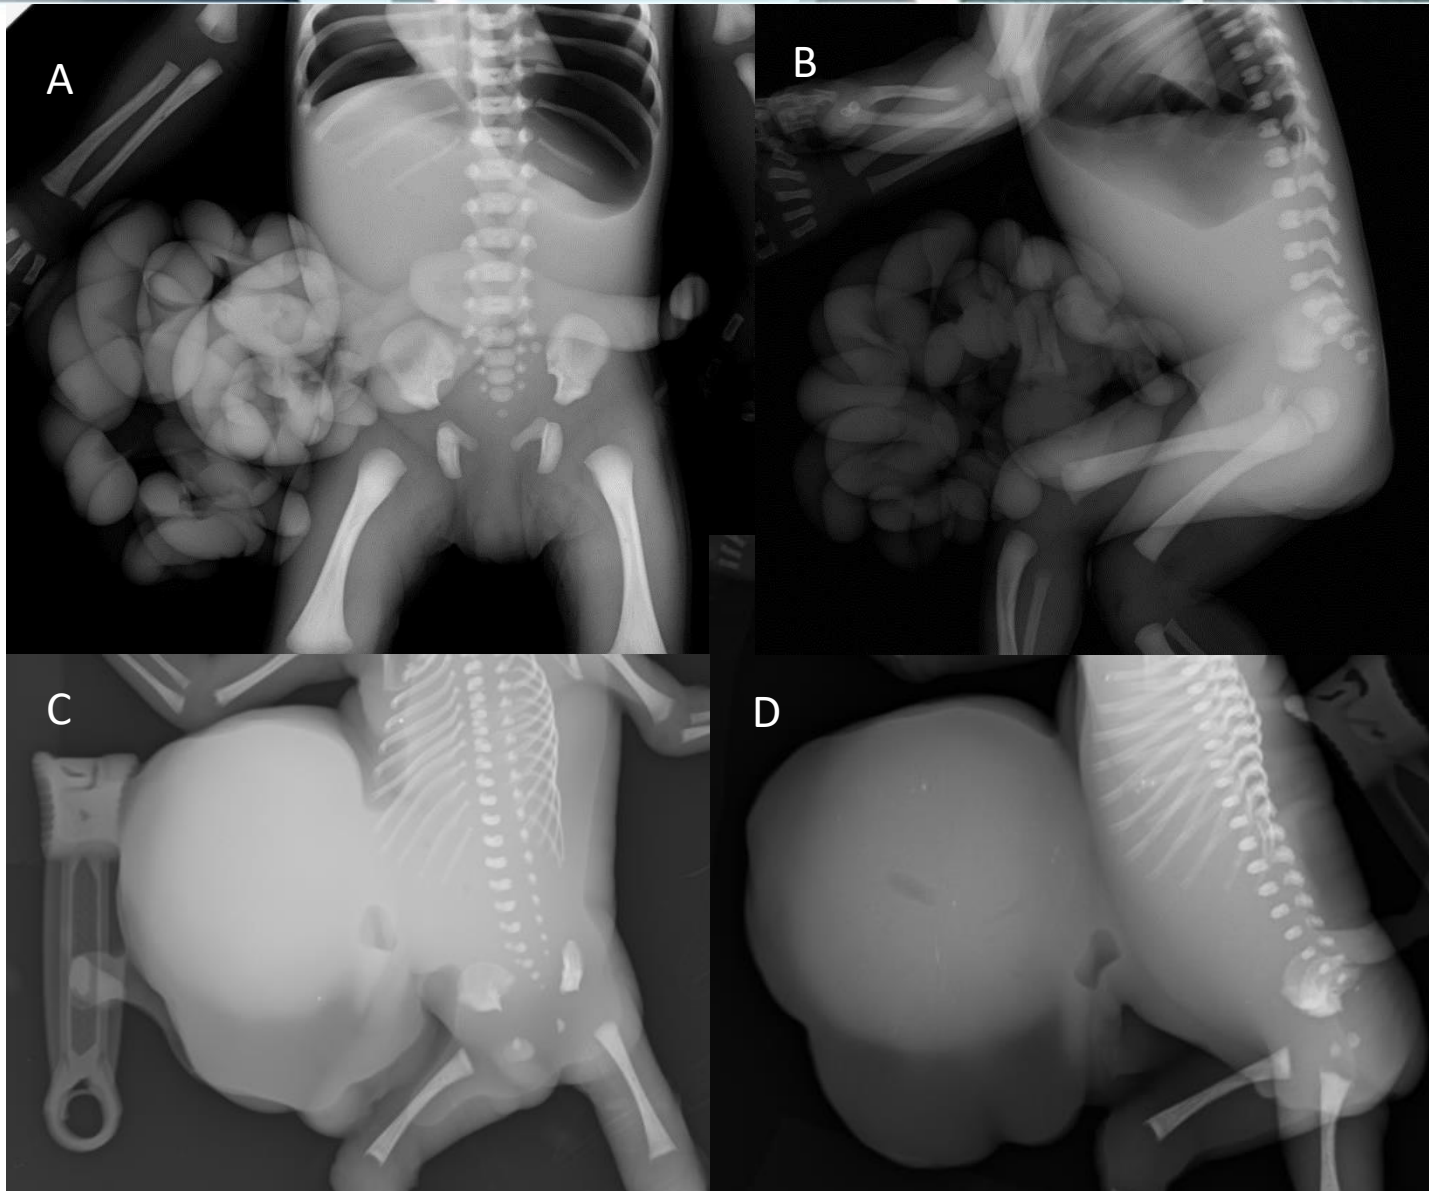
Imágenes A y B corresponden a radiografías simples de abdomen AP y L de un recién nacido en las que se identifican asas de intestino que salen del abdomen por la región lateral derecha, sin membrana que las recubra. Hallazgos compatibles con gastrosquisis.
